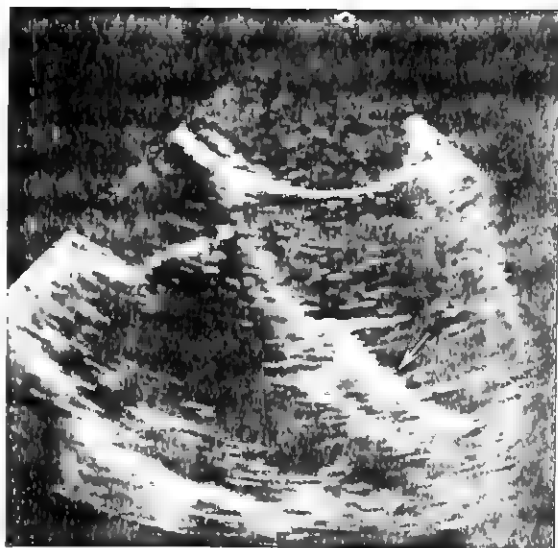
肌部心室间隔缺损封堵术后经食管超声心动图表现
